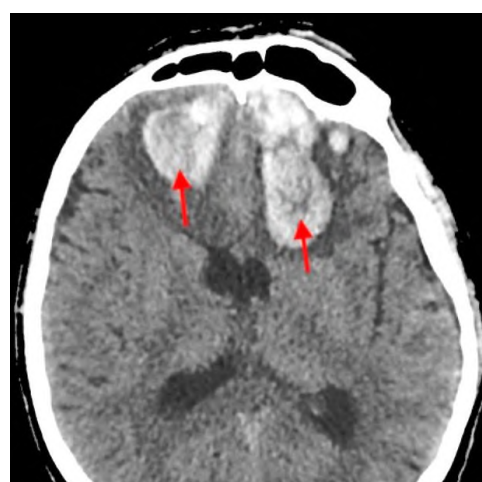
Внутримозговые (интрапаренхиматозные) травматические гематомы с обеих сторон. Компьютерная томография головного мозга.
